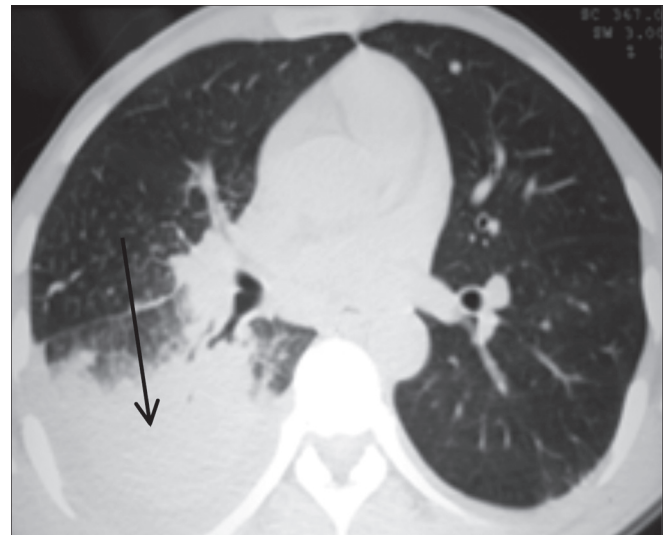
Компьютерная томограмма больного Р. в период проведения антибактериальной терапии.
